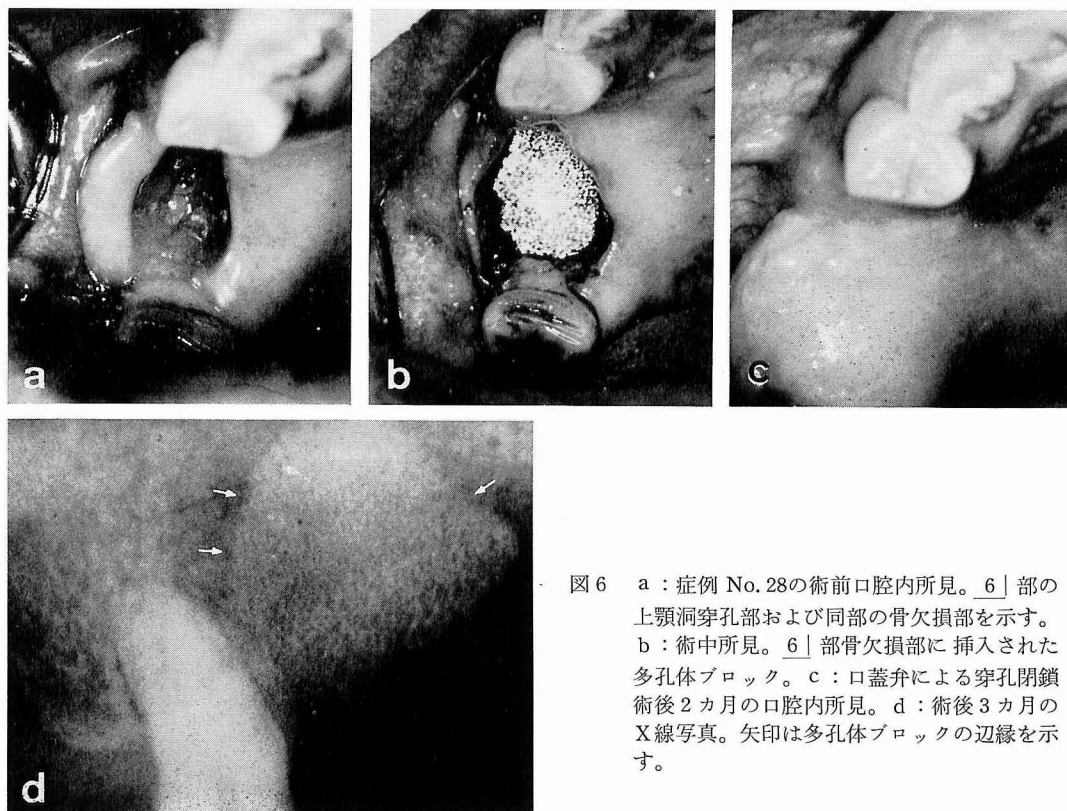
a : 症例 No. 28の術前口腔内所見。6 | 部の上顎洞穿孔部および同部の骨欠損部を示す。b : 術中所見。6 | 部骨欠損部に挿入された多孔体ブロック。c : 口蓋弁による穿孔閉鎖術後2カ月の口腔内所見。d : 術後3カ月のX線写真。矢印は多孔体ブロックの辺縁を示す。
